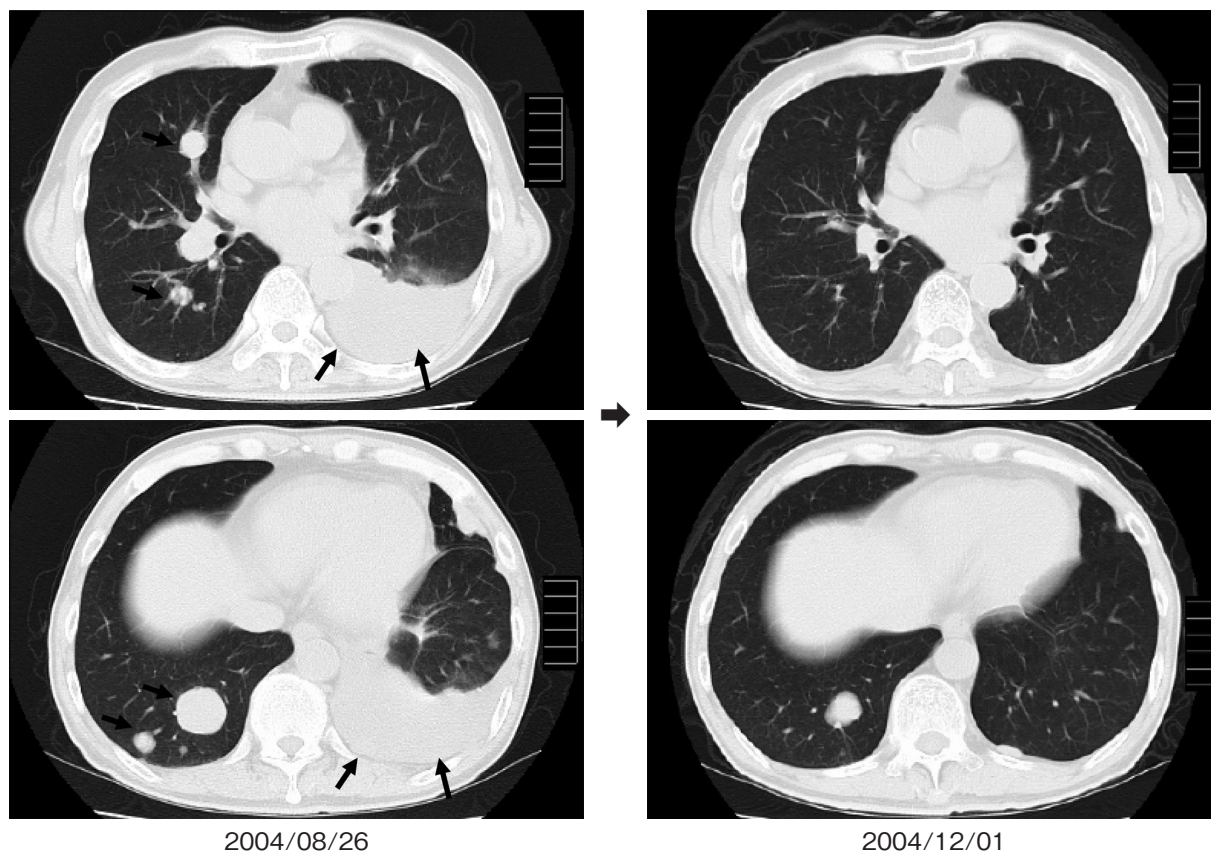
Chest CT reveals a reduction in multiple metastatic lung nodules after three months of IFN α therapy.
